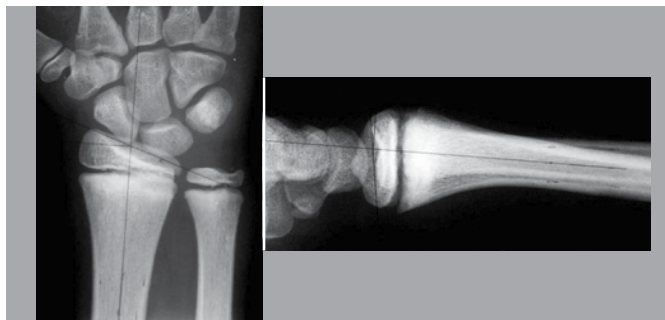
Radiografia frente e perfil do punho esquerdo de jovem ginasta, sem queixa de dor no punho. Observe a marcação das inclinações ulnar (20°) e volar do rádio (9°), respectivamente.
